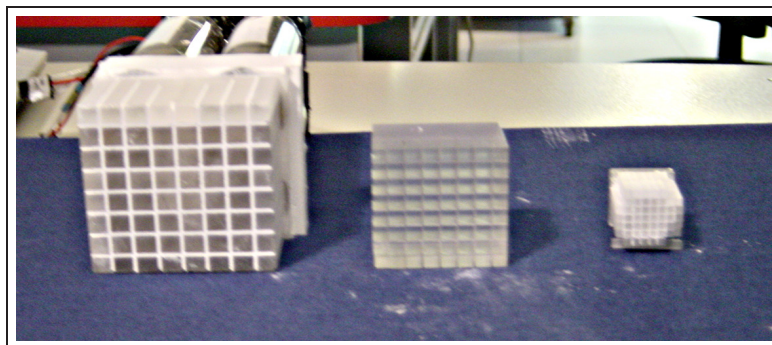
2 – Diminution de la taille des blocs cristaux au cours des années 1990. A gauche, bloc de l'ECAT 953B ($5.66 \times 6.15 \times 30 \text{ mm}^3$), au centre bloc de l'ECAT HR+ ($4.39 \times 4.05 \times 30 \text{ mm}^3$) et à droite bloc de l'HRRT ($2.4 \times 2.4 \times (10+10) \text{ mm}^3$). Tous les blocs comportent une matrice de 8×8 cristaux. Références pour les caractéristiques respectives des tomographes : [Mazoyer et al., 1991], [Brix et al., 1997], [Eriksson et al., 2002].
